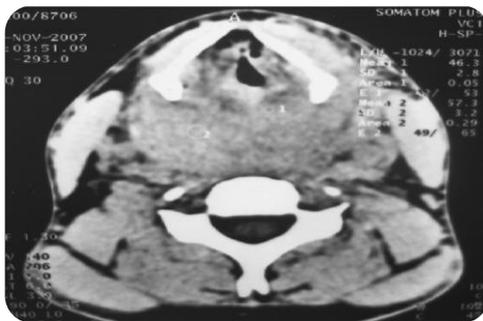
b TDM cervicale en coupe axiale montrant l'hématome rétro pharyngien.^[50]
